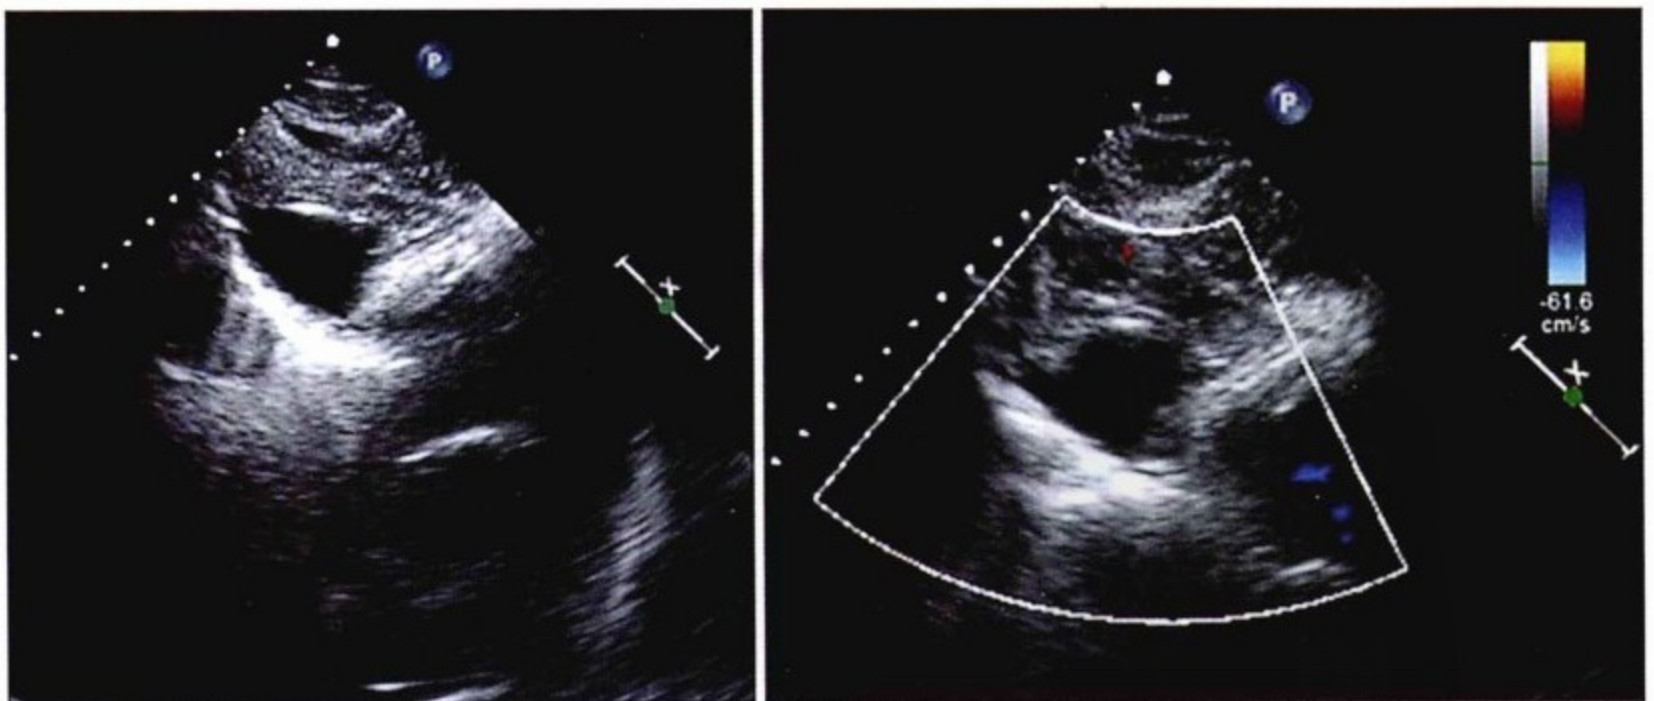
经腹超声心动图,剑突下切面,探头朝向胸部。左图可见一液性填充囊肿。右图彩色超声血流频谱证实囊内无液体流动。超声所见形态同 CT。
